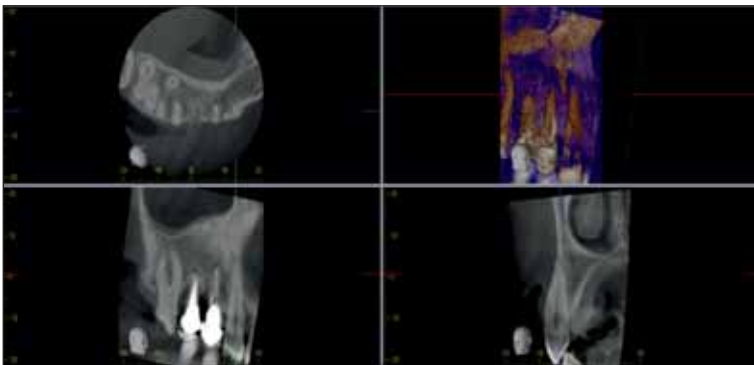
Evidențierea grosimii tablei osoase vestibulare (imagini CBCT)
